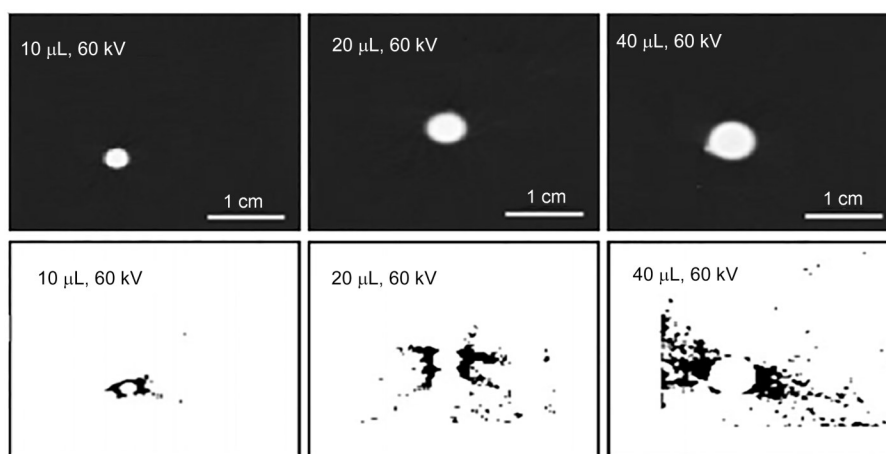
不同注量LFM在60 kV CBCT管电压条件下的可视性(上图)和伪影(下图)
